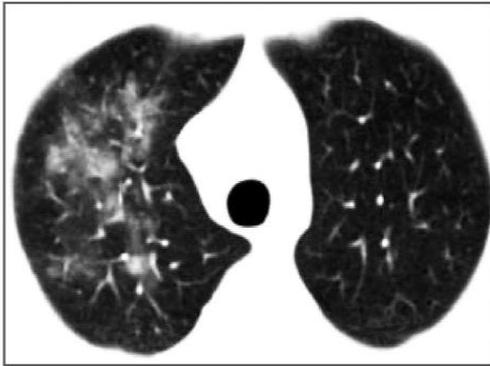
КТ ОГК пациентки – формировавшиеся каверны S3 сегмента, нижней доли правого легкого, возможно после деструктивного процесса
